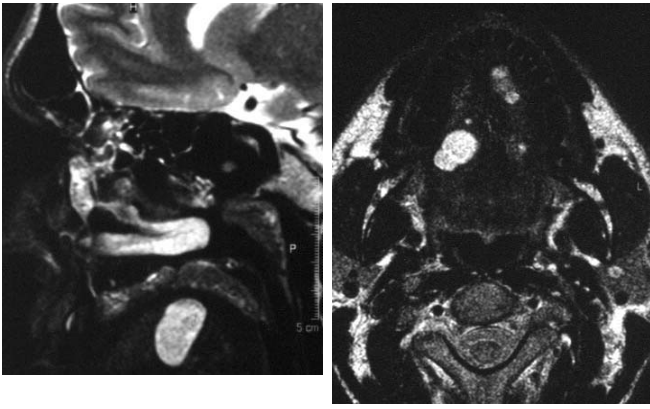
sag. MRT: Tumor re. Zungenrand
